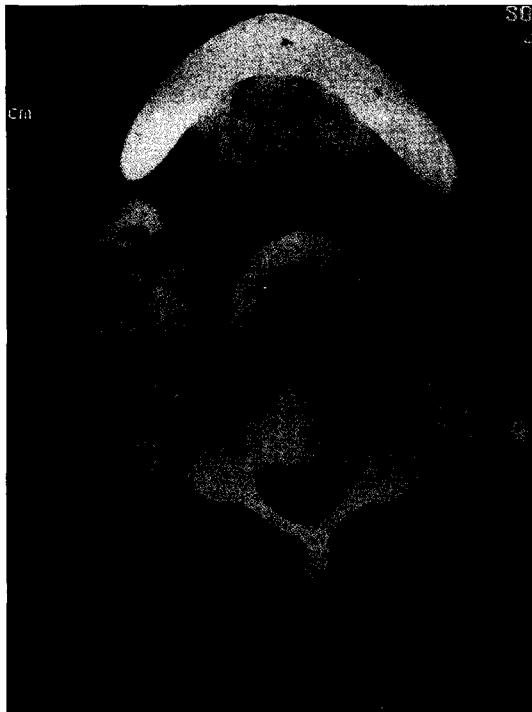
The axial CT scan of neck shows peripheral rim enhancement of lymph node with poorly defined margin and ill defined soft tissue inflammatory infiltration in the right submandibular gland.
